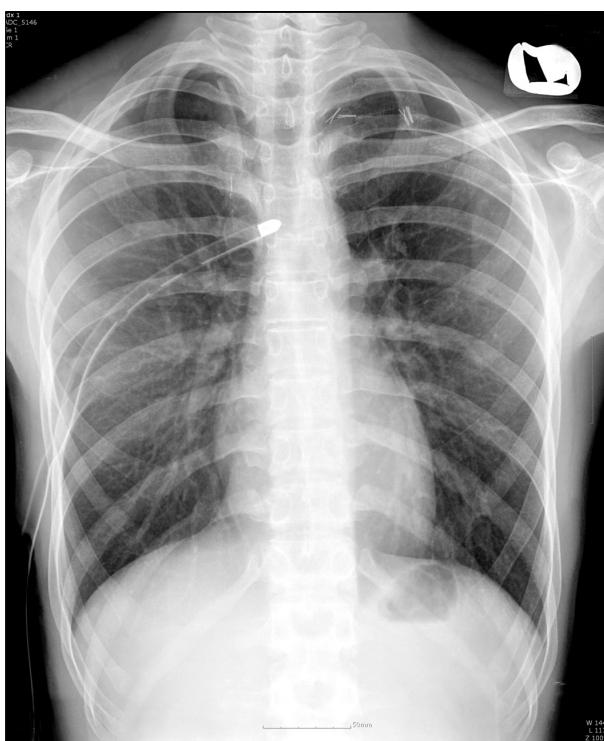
Chest X-ray showing that tip of chest tube is positioned at T5 level in thoracic cavity. The multiple clips and resection lines for apical lung bullectomy are noted on both sided upper lobes.
